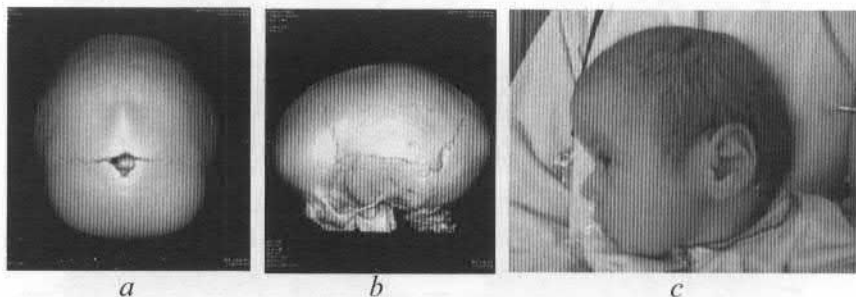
Craniostenoză sagitală. Imagine a tomografiei computerizate:
